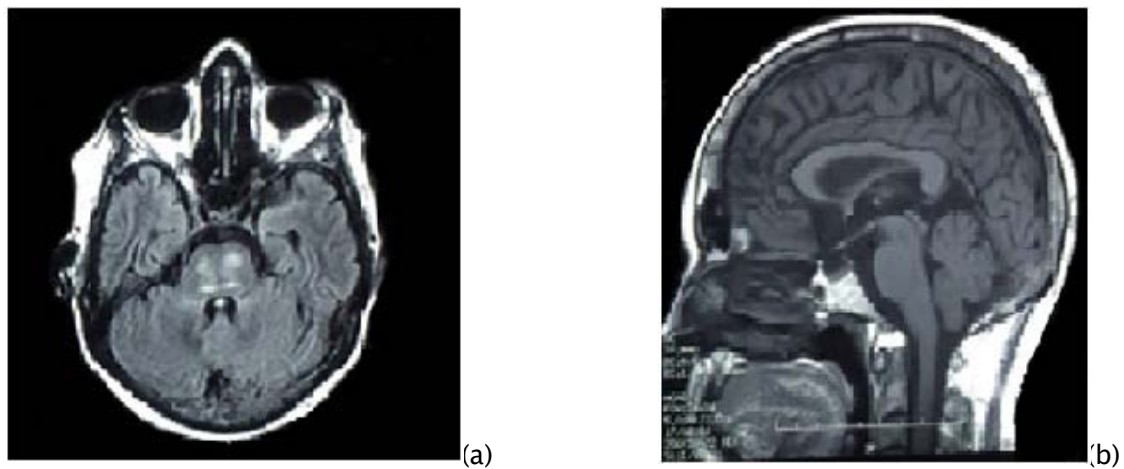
IRM cérébrale en coupe axiale FLAIR passant par la protubérance (a) et en coupe sagittale médiane T1 (b) réalisée chez une patiente âgée de 48 ans, présentant un syndrome pseudobulbaire et des troubles psychiques. Hypersignal Flair nodulaire centropontique (a) sans traduction sur la séquence T1, sans effet de masse ni œdème périlesionnel.
